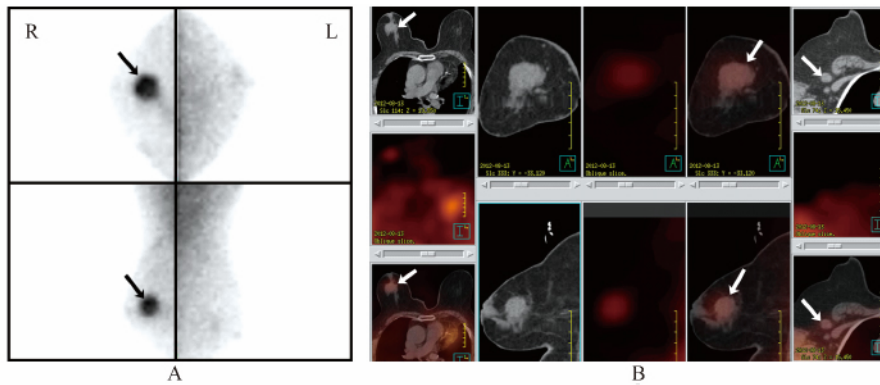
乳腺癌伴腋窝淋巴结转移的 BSGI 和 SPECT/CT 图像
